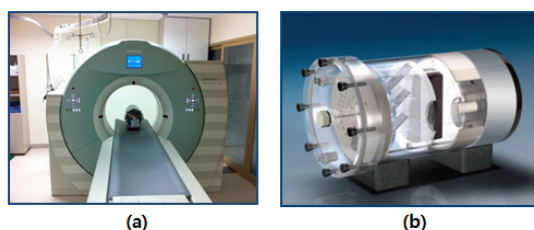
Used CT equipment in this experiment(a) and AAPM CT performance phantom
